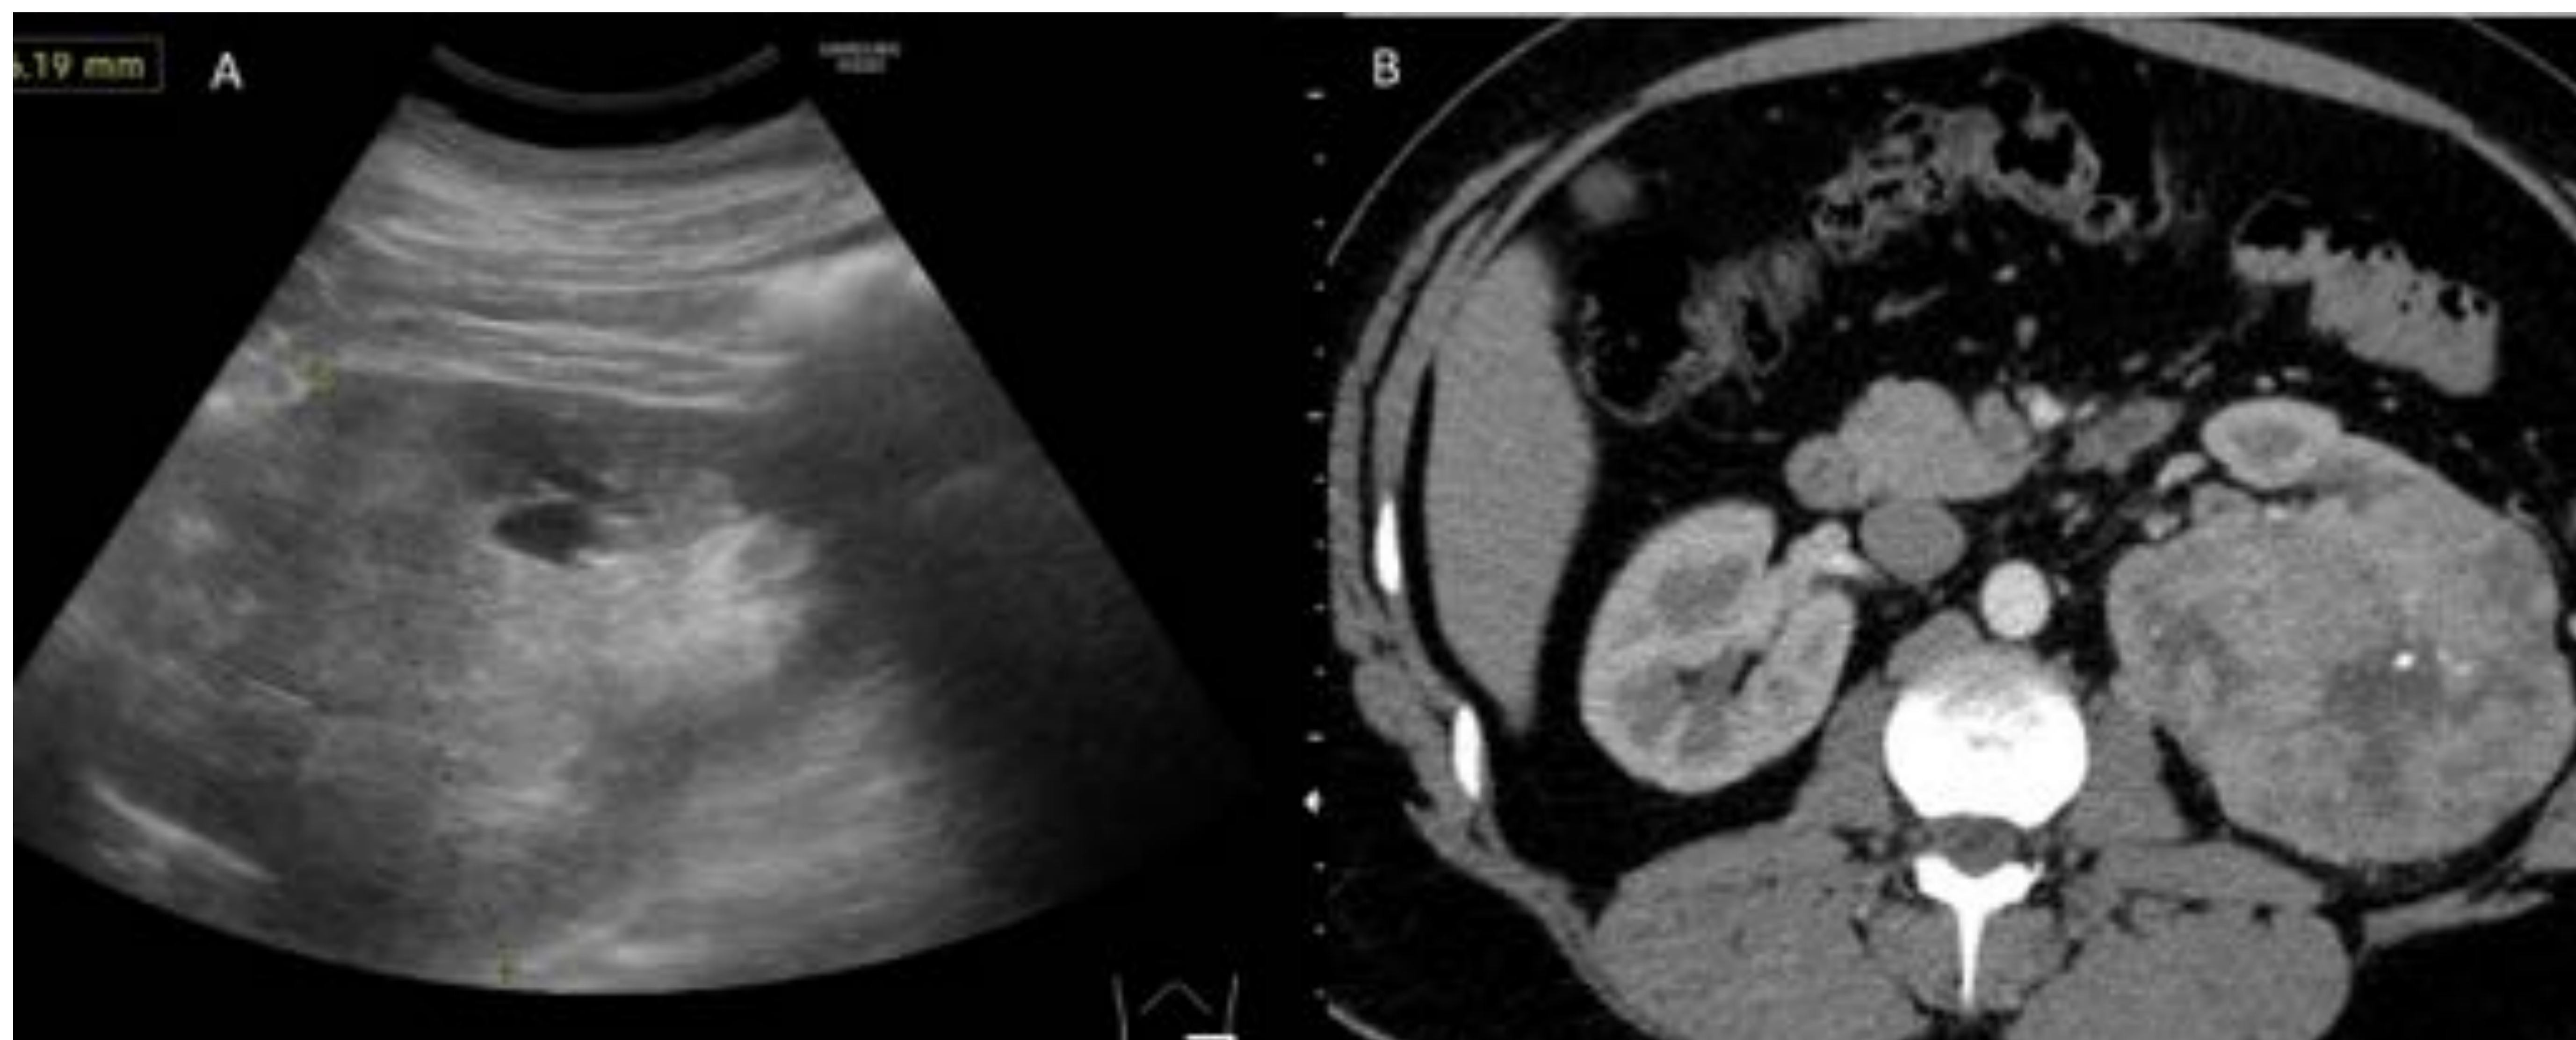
Paciente de 74 años con hematuria de semanas de evolución. Se solicita ecografía (A), donde se observa una lesión nodular hipoecoica dependiente del riñón izquierdo, de unos de 9 cm, con vascularización en su interior, sugestiva de tumoración renal maligna. En estudio de TC; se confirma masa sólida renal izquierda, con áreas necróticas y focos de calcificación en su interior, compatible con carcinoma de células renales como primera opción. Biopsia; carcinoma renal de células claras.
